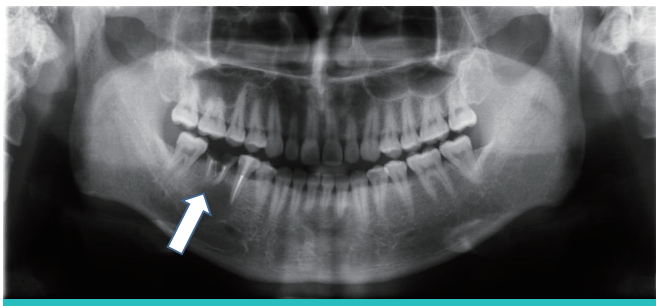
Unilocular radiolucent lesion on an apical area having a partial hyperostotic border with an indistinct border, involving tooth on, with no finding of root resorption was seen on panoramic X-ray.
